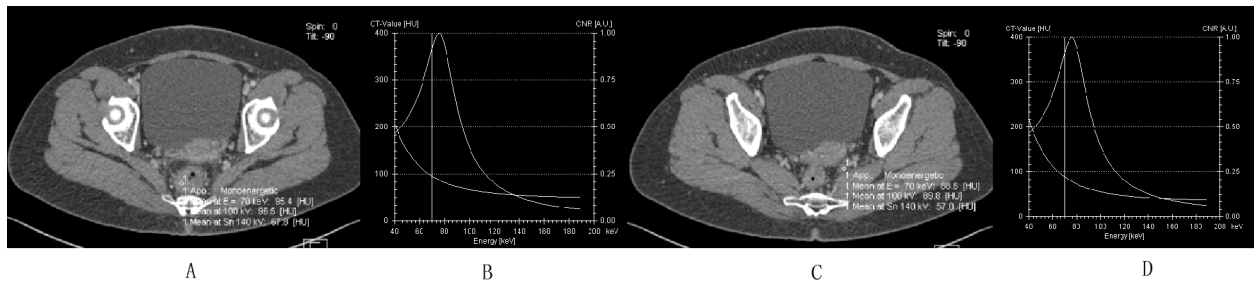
直肠粘液腺癌并肠旁淋巴结转移 CT 及能谱曲线
